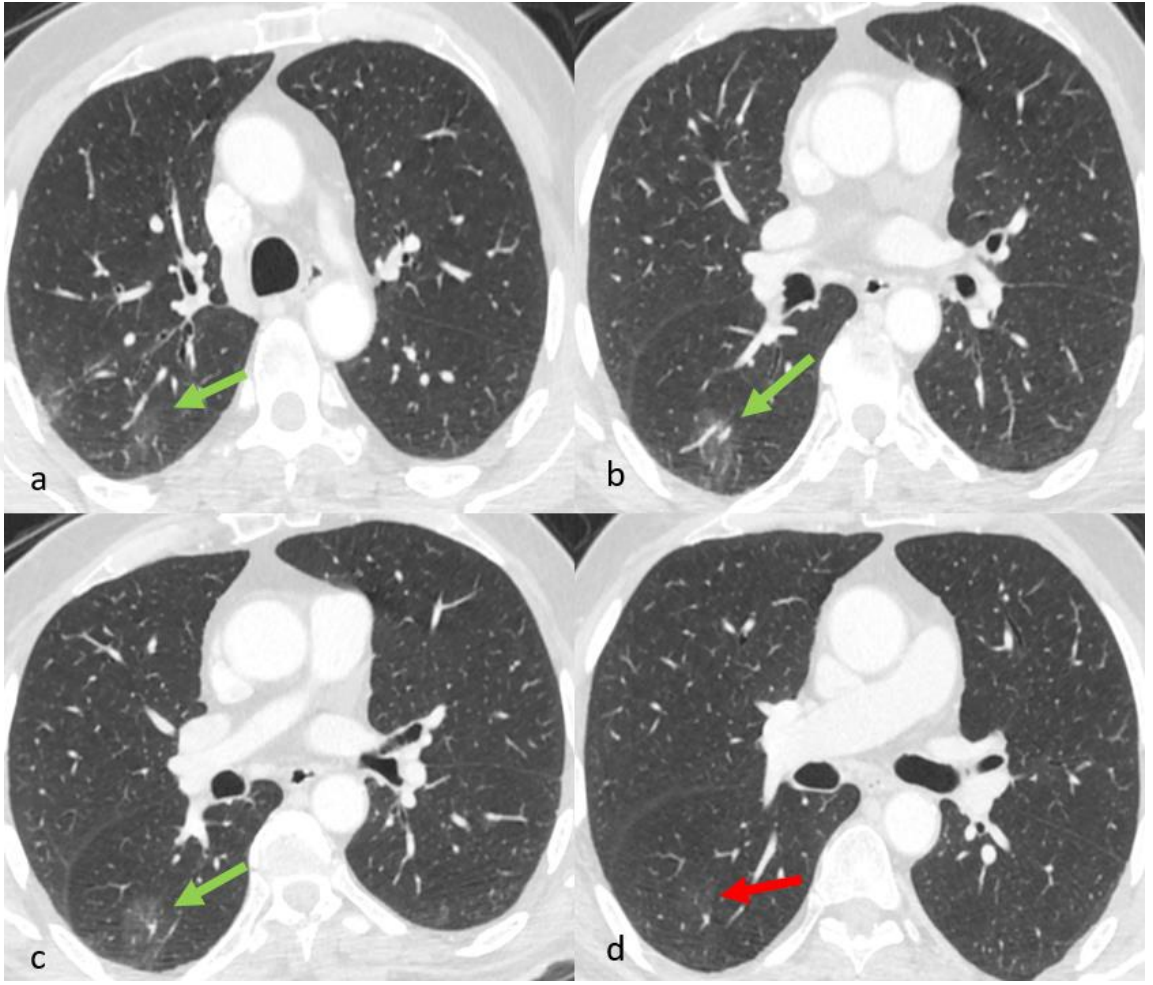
75 yaşında KOAH'ı olan erkek hasta, COVID-19 RT-PCR+. BT şiddet skoru 6 puan. a: sentriasiner ve paraseptal amfizem. b-c: ilk tanı anında her iki akciğerde COVID-19 pnömonisi ile uyumlu periferik ağırlıklı buzlu cam dansiteleri. d: ortalama 12. aydaki toraks BT'de buzlu cam dansiteleri kısmen devam ediyor (kırmızı ok). Ayrıca parankimal bant (mavi oklar) ve septal kalınlaşmalar (sarı ok). Nonfibrotik sekel değişiklikler.
